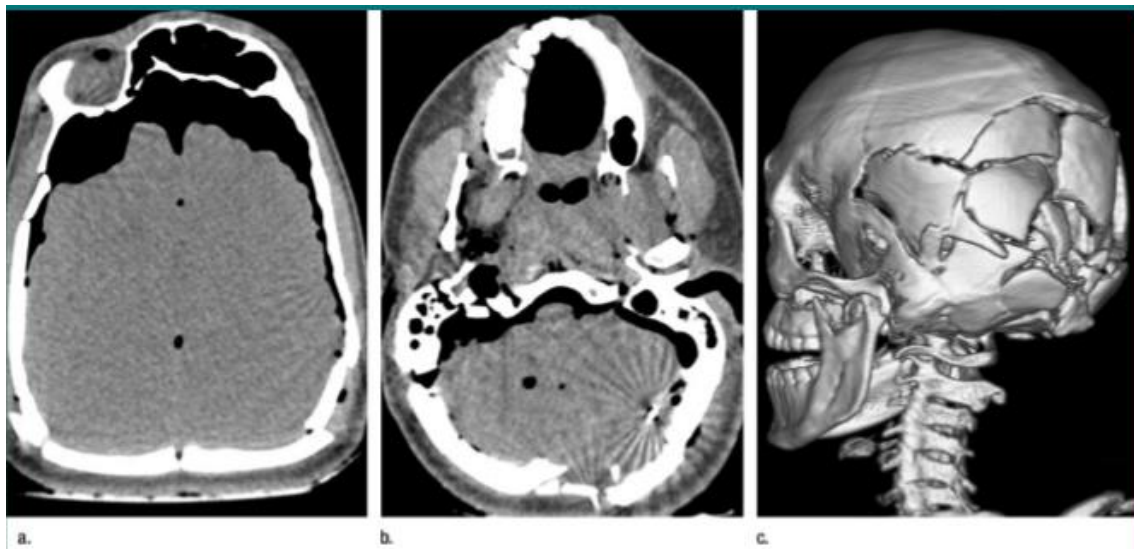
Características de una herida por arma de fuego en el cráneo mostrada por autopsia virtual. (A, b) Las imágenes TC transversales muestran múltiples fracturas en el cráneo, colonización posterior del cerebro y neumocéfal. Fragmentos metálicos y focos de gas están presentes en el cerebelo izquierdo en b. No existe una pista de proyectil lineal distinto. (C) La imagen en volumen tridimensional del cráneo muestra la fractura triturada del cráneo posterior¹⁰.
